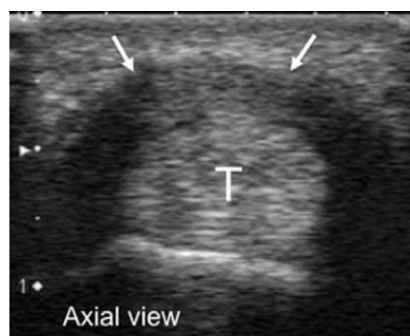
DQ de type I à l'échographie : épaissement global du rétinaculum autour des 2 tendons LAP et CEP (« T »), qui ne peuvent être distingués individuellement dans le premier compartiment dorsal du poignet [72].
